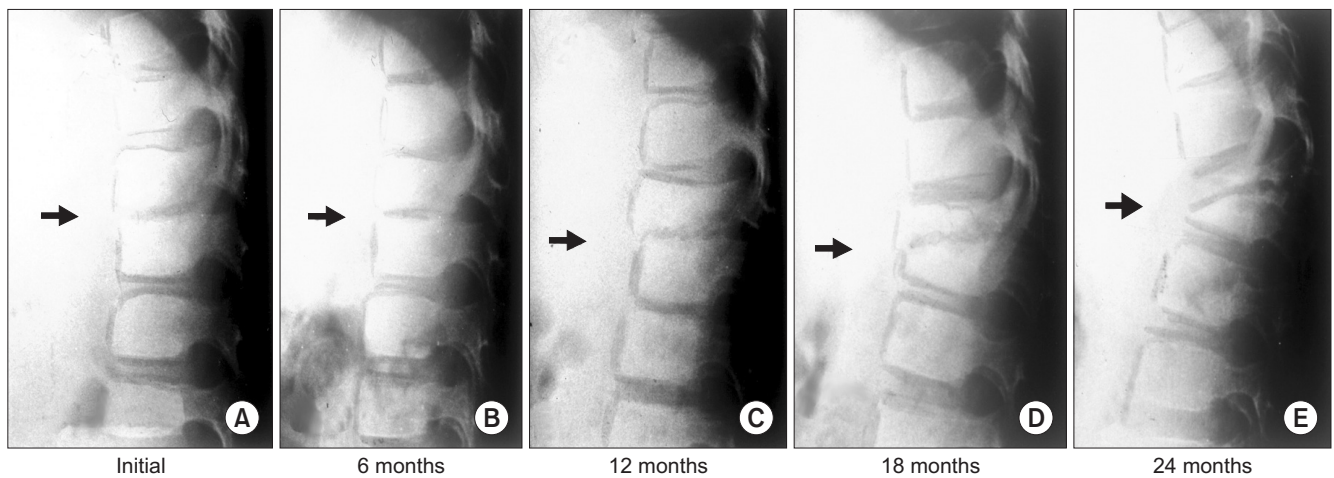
Serial follow-up radiographs of L1–2 tuberculosis show unfused thin bloc L1 body and wedged L2 body which formed the kyphosis. (A) Initial; (B) 6 months; (C) 12 months; (D) 18 months; (E) 36 months.
